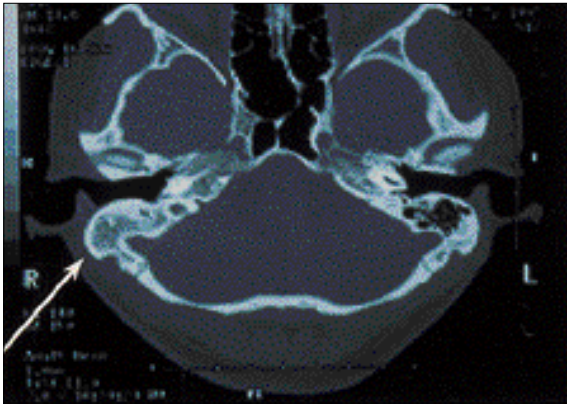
두부컴퓨터단층촬영사진의 수평단면 : 우측 측두부에서 mastoid air cell의 감소와 경화소견을 보이고 있음.
